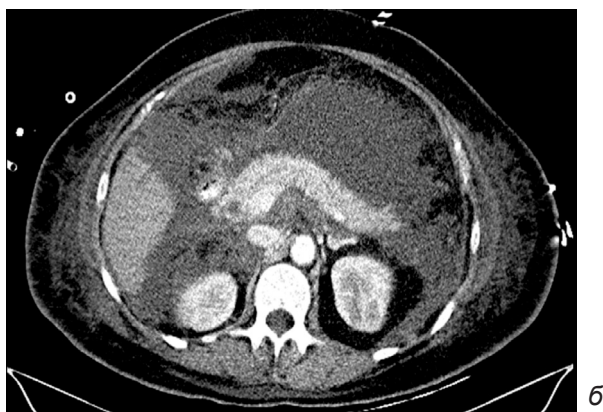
Компьютерная томограмма пациента с острым панкреатитом. а – нативное сканирование; б – после контрастирования, артериальная фаза
